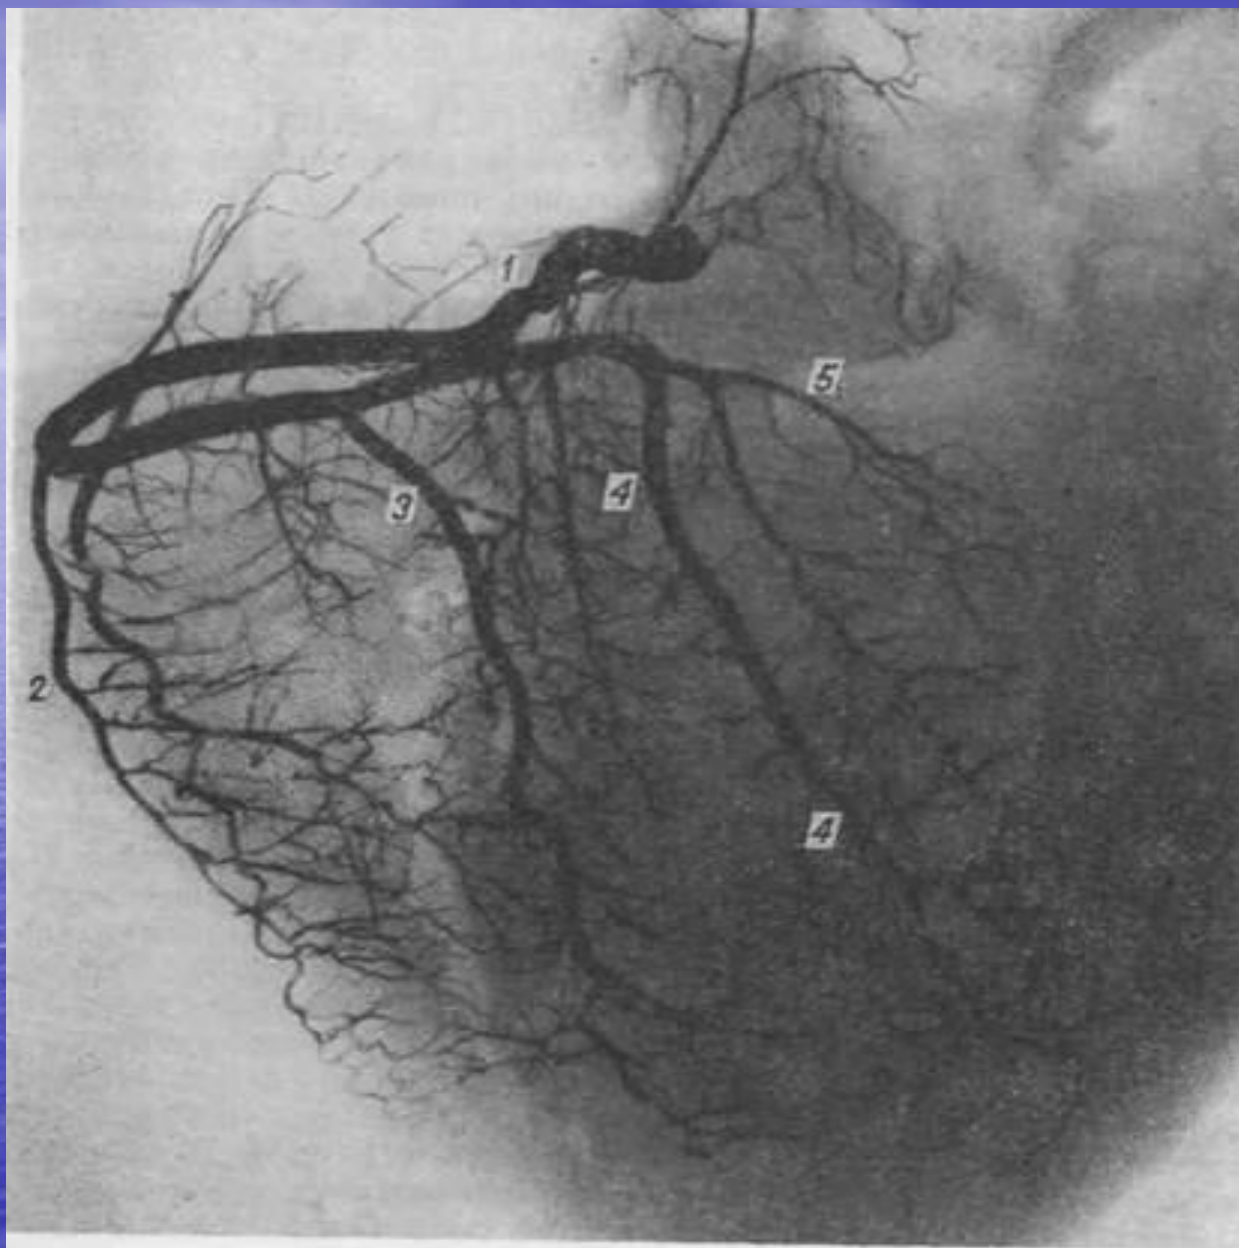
Правая венечная артерия сердца человека (мужчины 62 лет; отпечаток с рентгенограммы):
